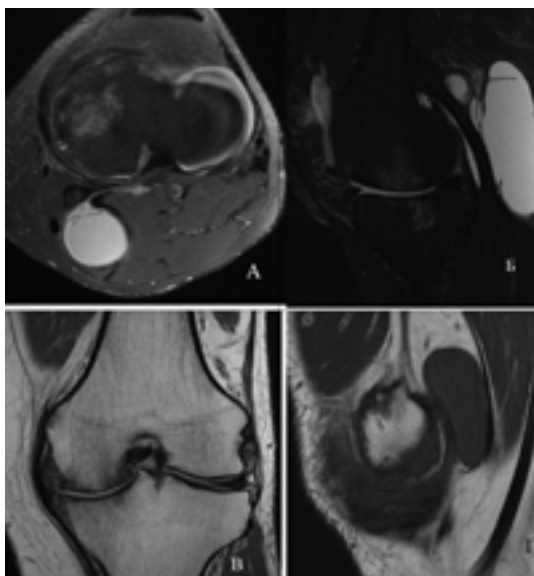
Магнитно-резонансные томограммы левого коленного сустава пациента К., 53 года. Отнесён к третьему кластеру
